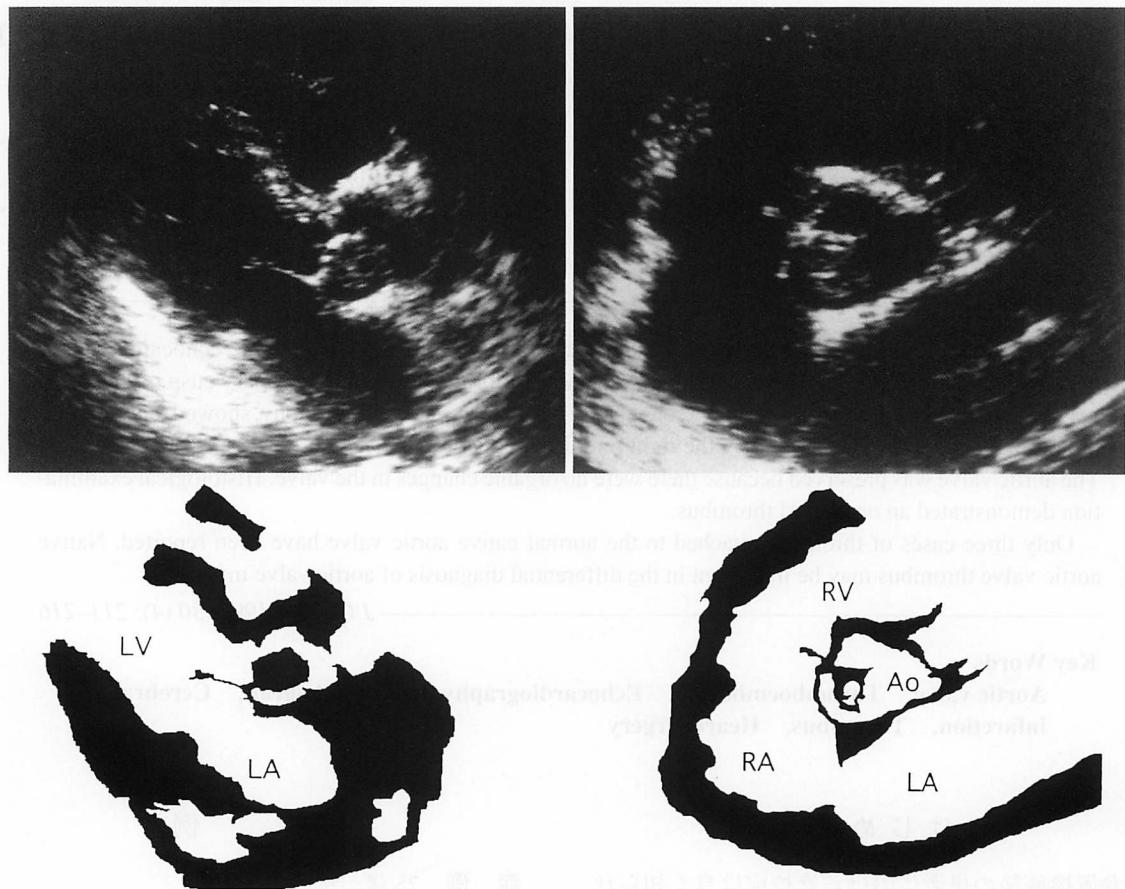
Transthoracic echocardiograms
